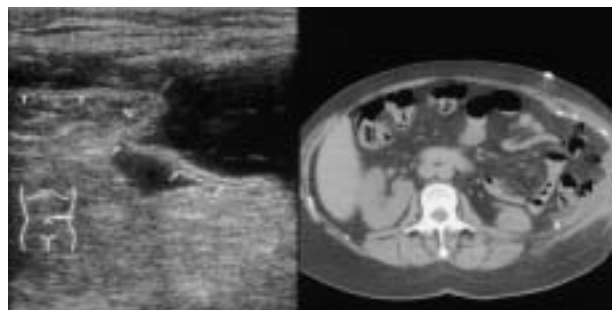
Imagen ecográfica y tomográfica de un seroma (*). La estructura bilaminar de la malla (flechas) es visible en la imagen ultrasonográfica.
